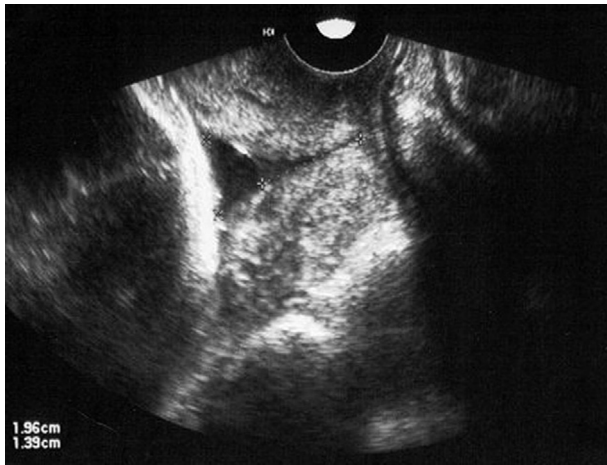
Échographie vaginale : col court avec un aspect en entonnoir.
